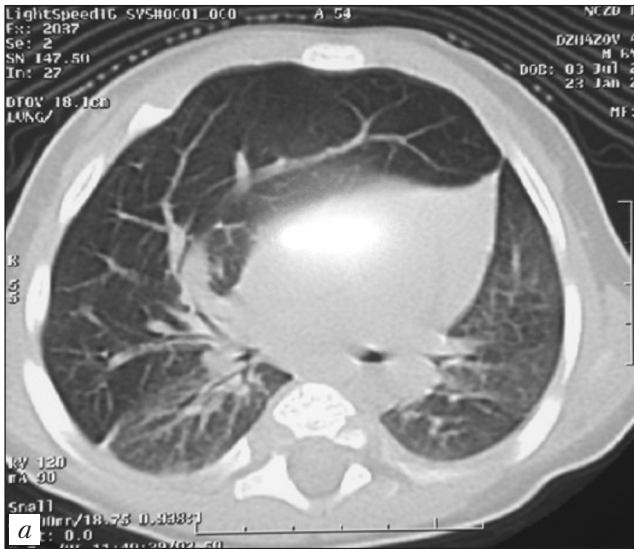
Врожденная лобарная эмфизема правого легкого. Компьютерная томография (а, б)
